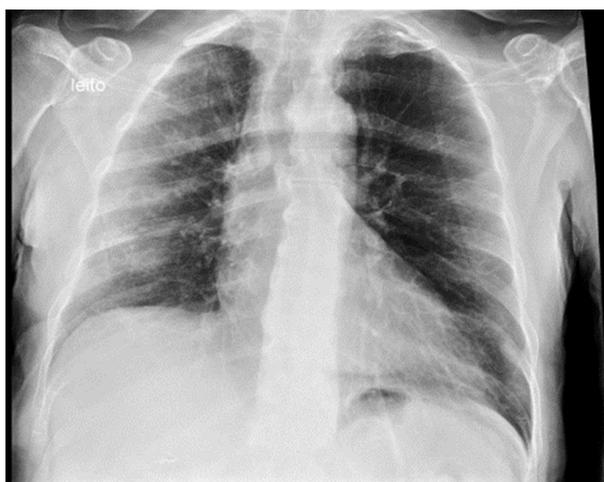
Radiografia torácica inicial (15 setembro 2020)
